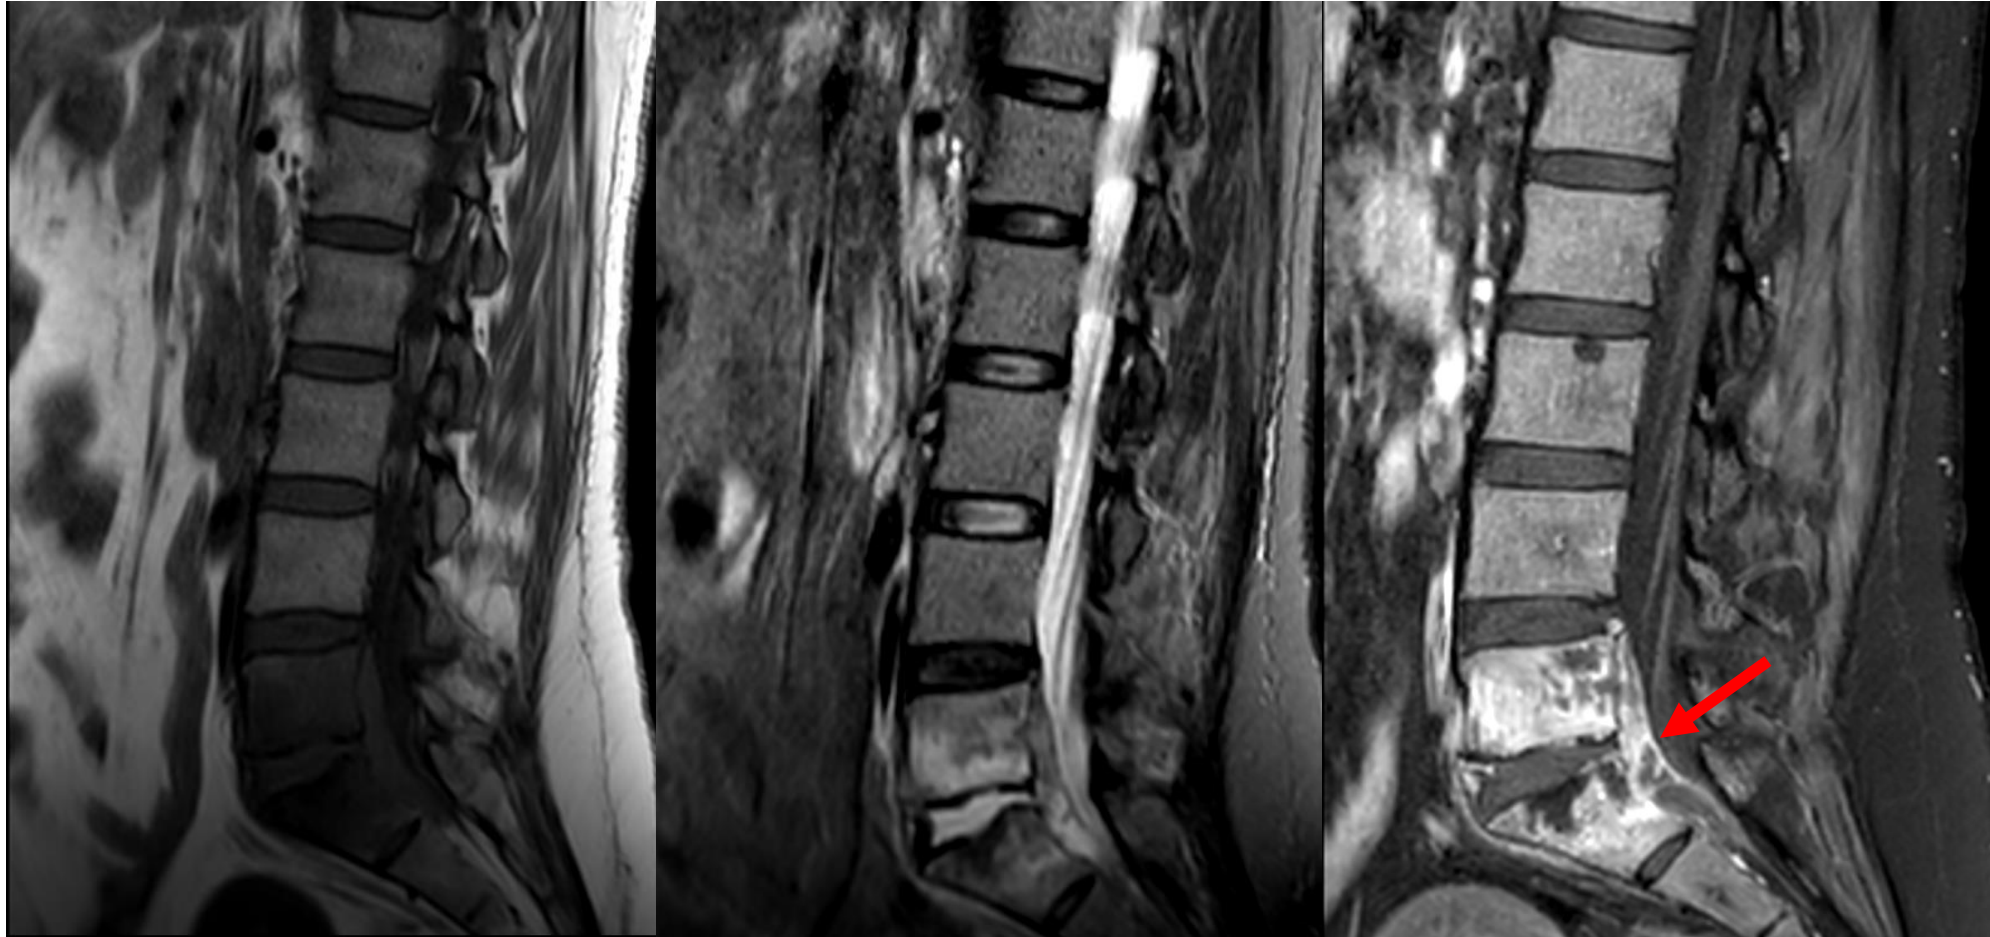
RM columna lumbar. *Mismo paciente que figura 9.* De izquierda a derecha: T1 TSE, T2 TSE STIR y T1 TSE fat-sat post contraste. Signos de edema en cuerpo vertebral de L5 y S1, con realce, y señal líquido del disco intervertebral. Presenta extensión subligamentosa con formación de absceso en espacio epidural anterior (flecha roja).
